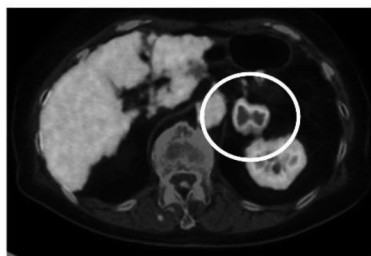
CT scan showed the left adrenal gland slowly enlarged and formed a tumor (A), and FDG-PET/CT showed abnormal solitary uptake of FDG in the left adrenal gland (B).
